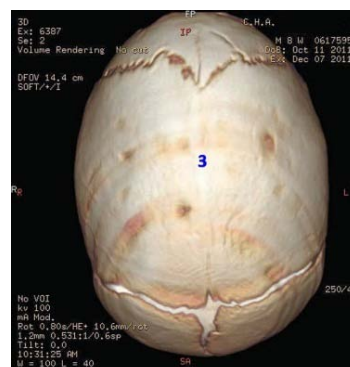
CT Scan 3D pré-opératoire
